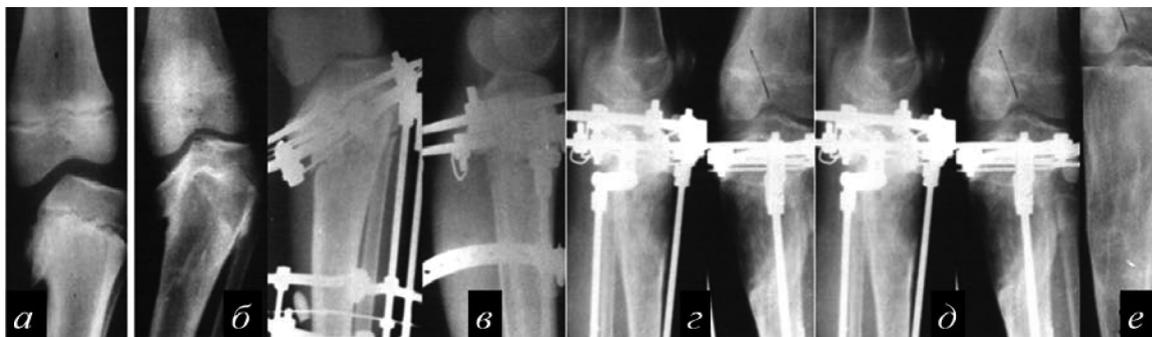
Рентгенограммы левой голени больной в возрасте 5 лет:
